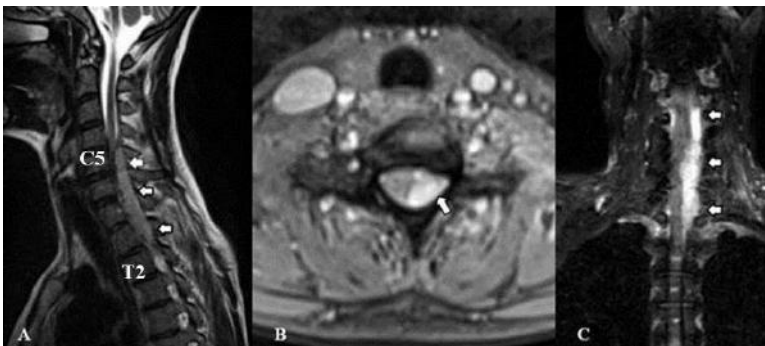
A/ Sagittal T2-weighted MRI – left dorsolateral epidural fluid collection in the C₅-T₂ region (arrows); B/ Axial T2-weighted MRI – hyperintense fluid collection at the level of C₅ vertebra (arrow); C/ Coronal T2-weighted MRI – left lateral expansion of the SEA (arrows).
